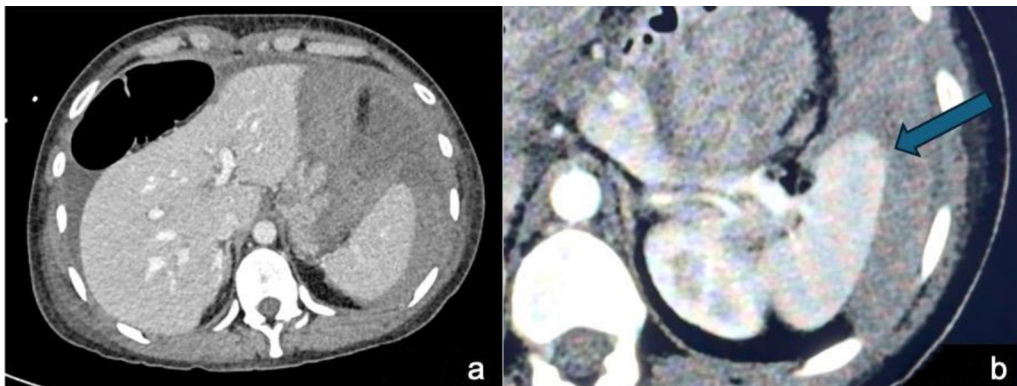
a) TC que muestra hemoperitoneo; b) TC en fase arterial que demuestra el sitio DE (flecha azul).
